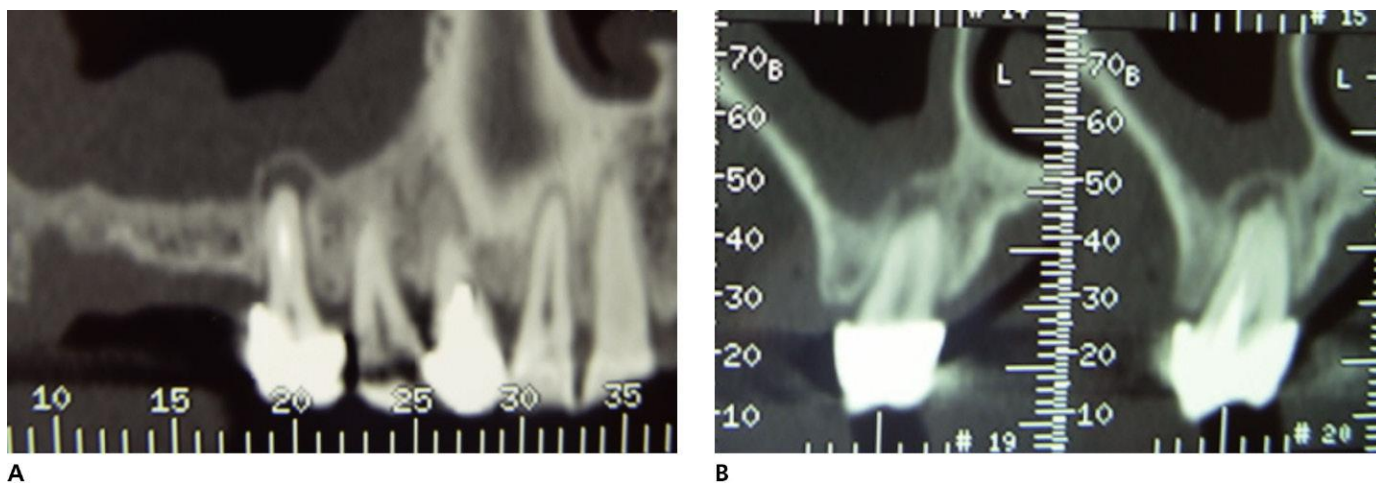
A. Corte panorámico de TC con granuloma apical en contigüidad con el suelo del SM y sinusitis crónica. B. Corte transversal a nivel de la patología.
